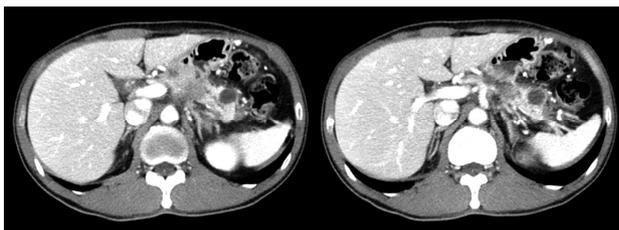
복부 전산화단층촬영 검사에서 췌장 미부에 3.1 cm 크기의 경계가 불분명한 저감쇠 음영을 보이는 종괴가 관찰되며 상류쪽 주혈관의 확장이 관찰됨.
